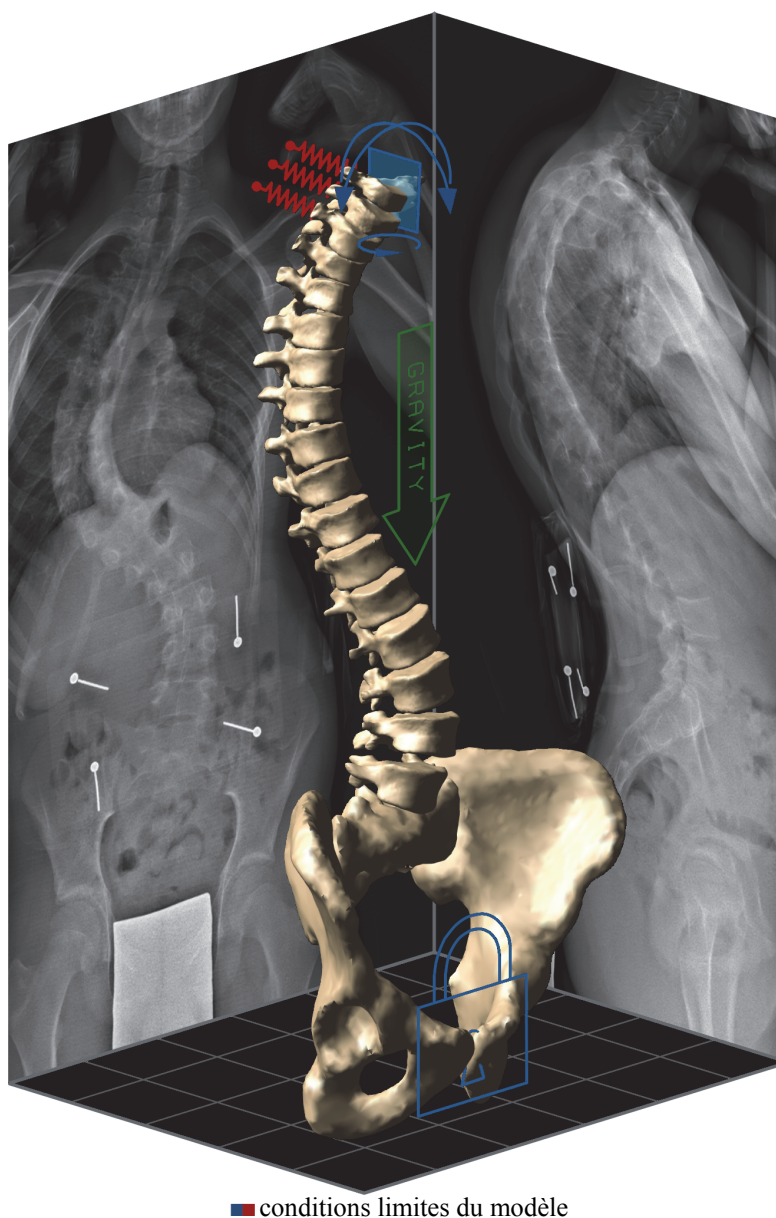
Modèle biomécanique de la colonne vertébrale. La géométrie 3D a été reconstruite à partir de deux radiographies préopératoires. Les conditions limites ont été réalisées par l'intermédiaire de trois ressorts au niveau proximal et par une liaison de type encastrement sur le bassin.
